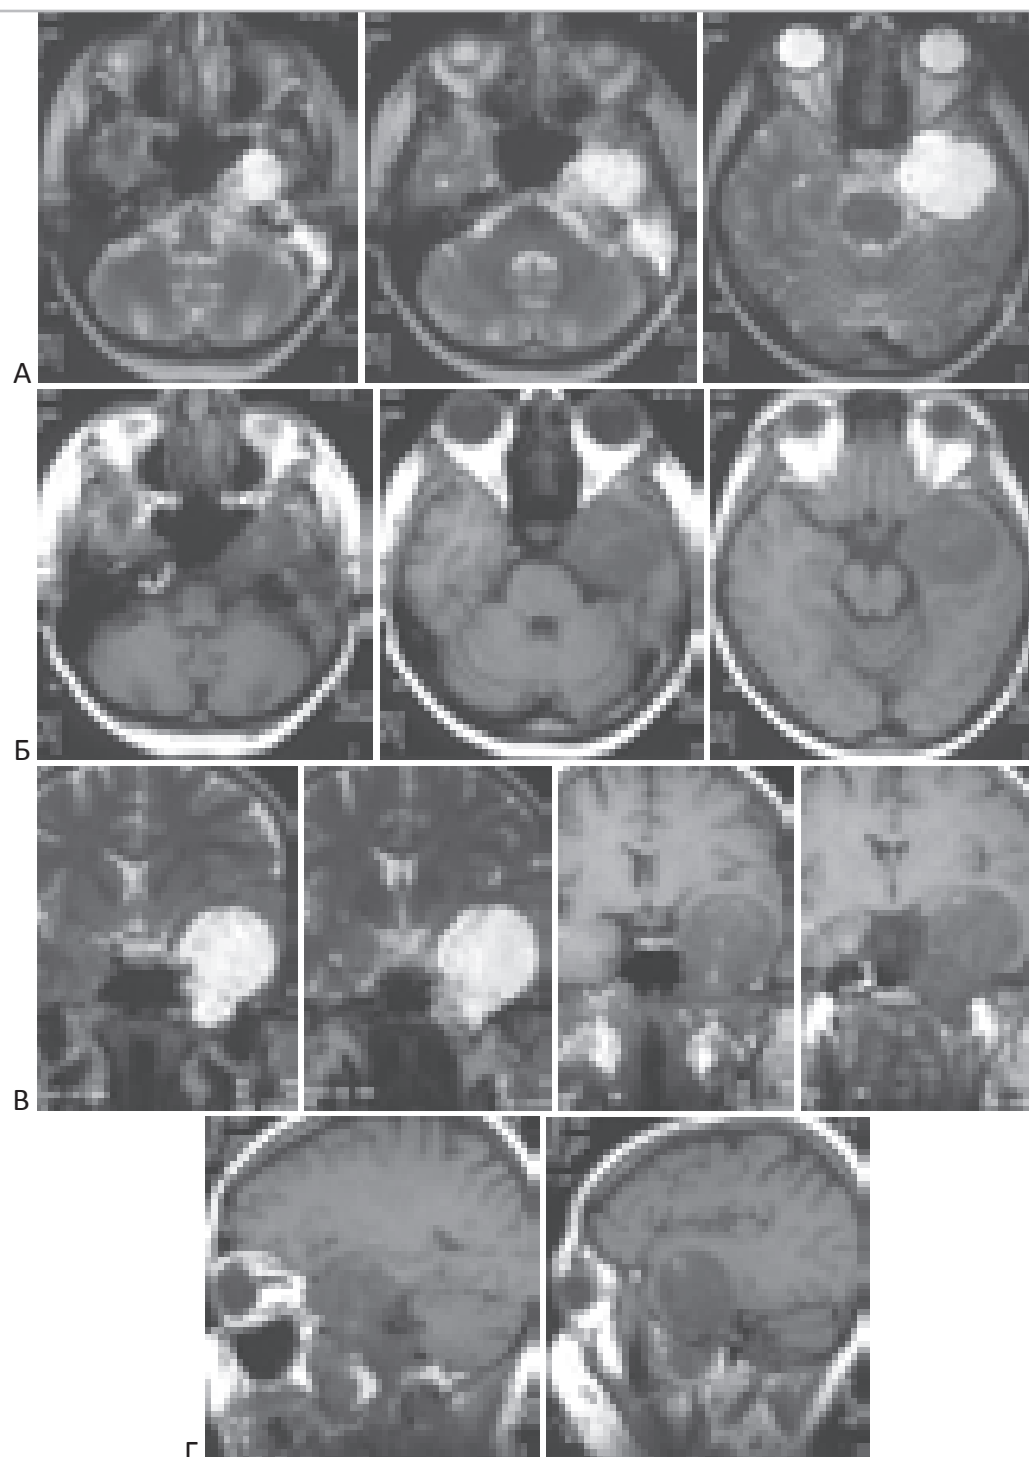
МРТ больной с хордмой левой половины основания средней черепной ямки до операции. Больная Г-а 45 лет. “А” – Т2-взвешенные МРТ в аксиальной проекции. “Б” – Т1-взвешенные МРТ в аксиальной проекции. “В” – Т2- и Т1-взвешенные МРТ во фронтальной проекции. “Г” – Т1-взвешенные МРТ в сагиттальной проекции.
